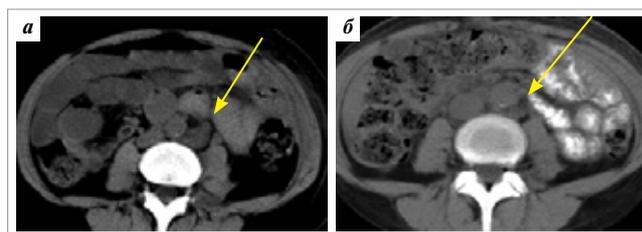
Компьютерные томограммы живота больной М.: а — до удаления аллопочки: массивный парааортальный опухолевый конгломерат; б — через 4 мес после удаления аллопочки: полная регрессия парааортального конгломерата
